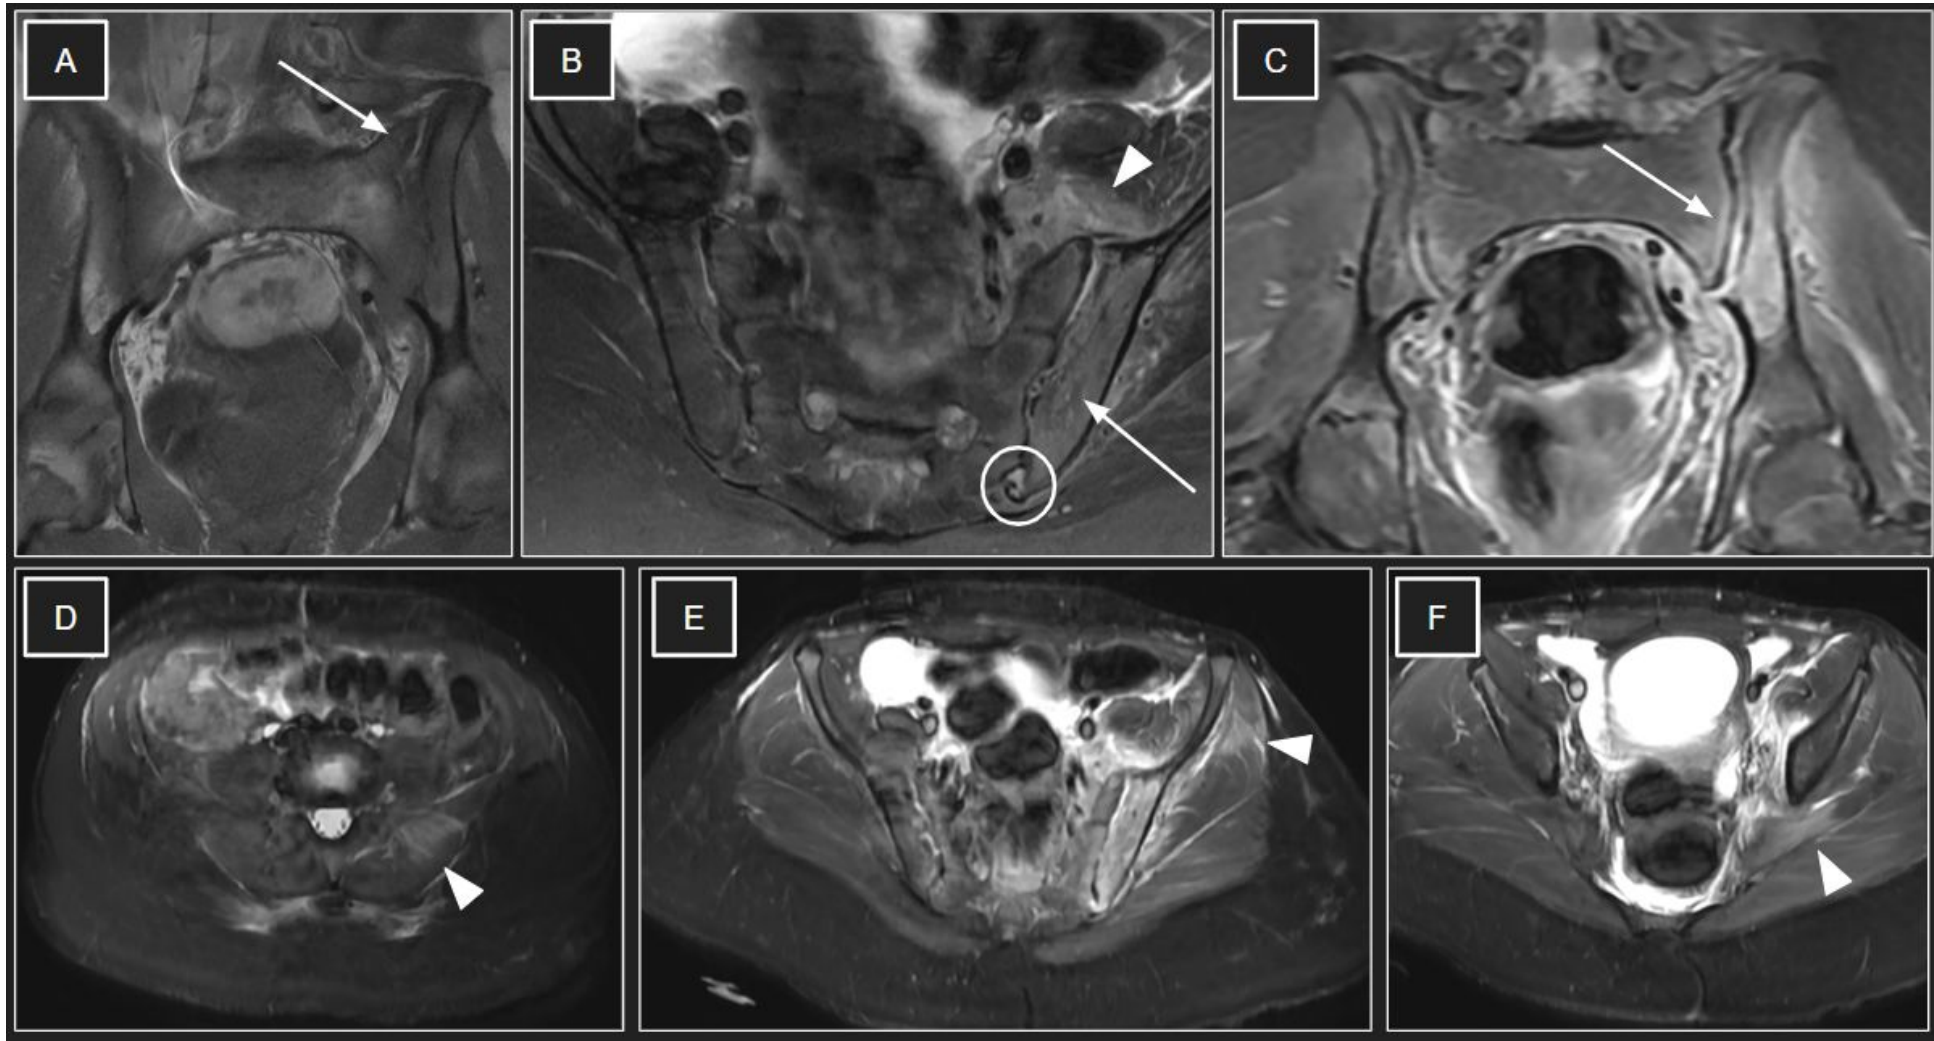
Niña de 12 años con lumbalgia progresiva de una semana de evolución, con imposibilidad para la deambulaci3n. La RM de caderas muestra hallazgos compatibles con sacroileitis izquierda de origen infeccioso, asociada a cambios edematosos reactivos/osteomielitis del ala ilíaca izquierda. Se observa edema de médula ósea subcondral centrado en la articulaci3n sacroilíaca izquierda, con predominio en el ala ilíaca ipsilateral, hiperintenso en secuencias sensibles a líquido e hipointenso en T1, compatible con actividad inflamatoria (flechas en A, B y C). Se asocia aumento de seíal en secuencias T2 con supresi3n grasa y STIR en la musculatura p3lvica y paravertebral izquierda adyacente, sugestivo de miositis reactiva (cabezas de flecha en B, D y F). Se identifica adem3s pequeño derrame en la articulaci3n sacroilíaca izquierda (círculo en B). A: T1-FSE coronal FatSat; B: T2-FSE axial FatSat; C: STIR coronal; D-F: STIR axial (de craneal a caudal).
